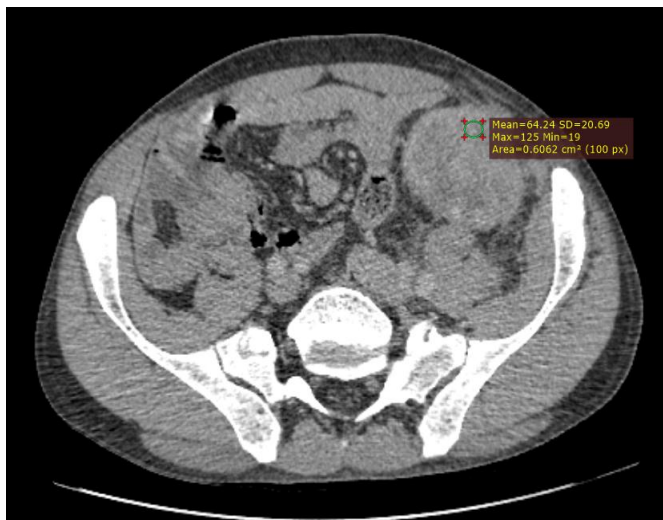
КТ трансплантированной почки в венозную фазу.
